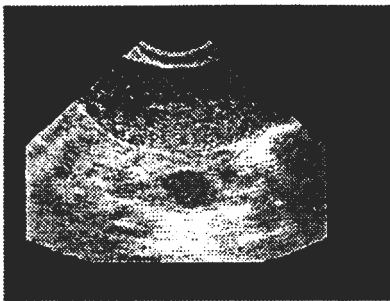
The original ultrasound image of the ovary. Image dimensions are 768x576 pixels with 256 greylevels. On the top of the image, the endometrium can be seen, whereas the ovary with two follicles (black rounded region) is almost in the centre of the image. Speckle noise and noise due to ultrasound device are also noticeable.
